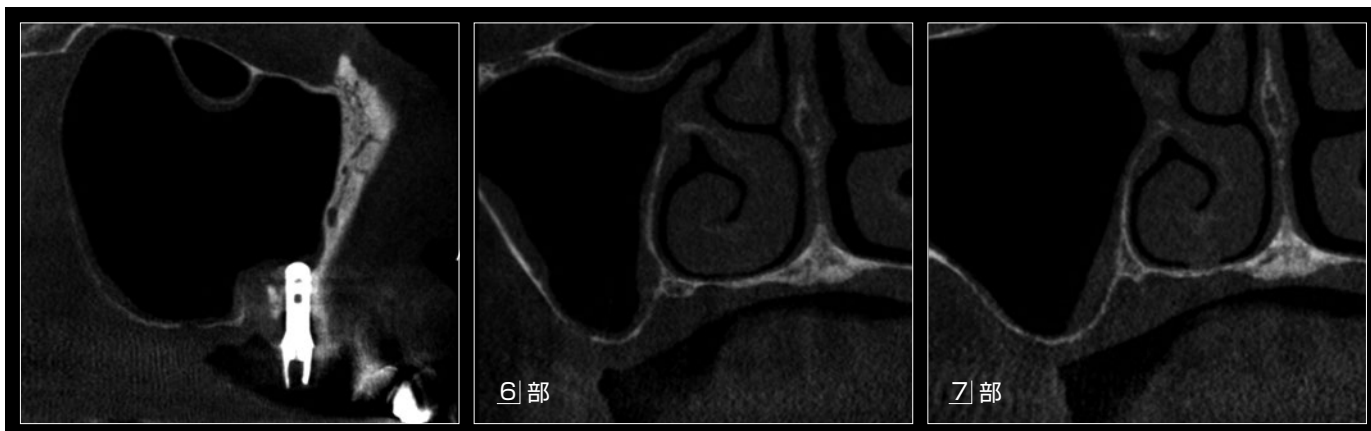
術前のCT所見。歯槽頂、頬側、口蓋側の骨の厚みが1mm以下の典型的なEggshell状態であった。前医がラテラルウィンドウから大きく上顎洞粘膜を穿孔した状態で無謀な同時法でインプラントを埋入したことでインプラントが迷入し、さらに迷入インプラントを頬側壁から回収したためにほとんど歯槽骨の厚みがなくなっている。失敗症例による人為的な結果だと思われる。従来であれば再度ラテラルアプローチによる2回法が標準治療となるが、このような薄い洞粘膜はパーフォレーションを起こしやすく、その場合、超難症例と考えられる。
